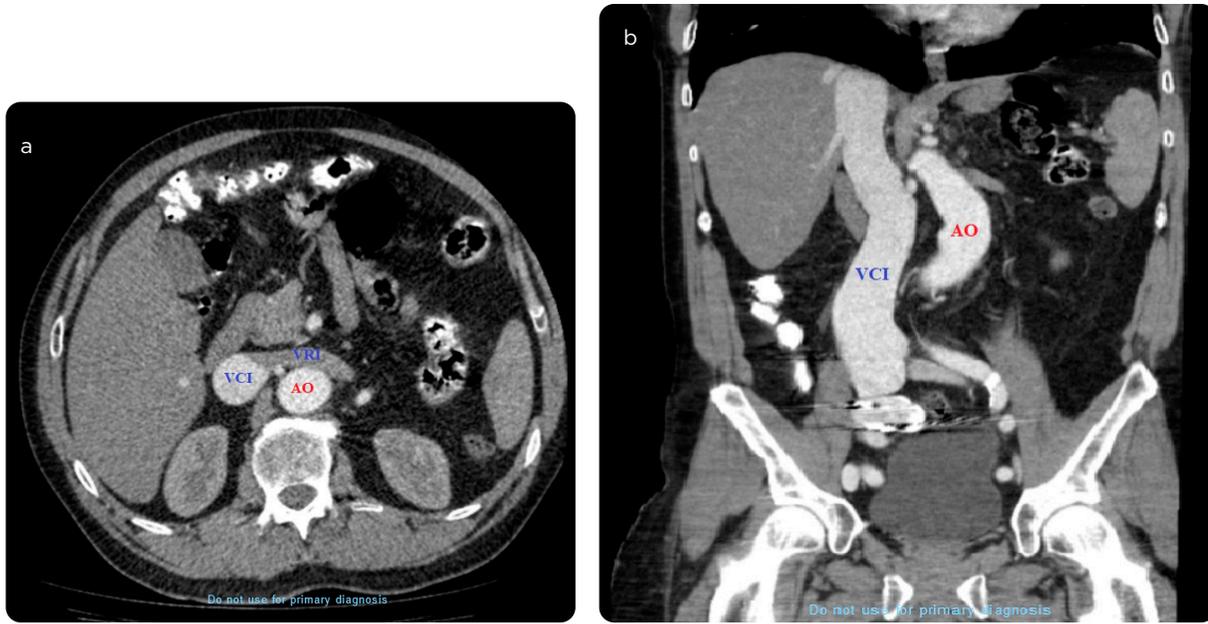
Angiotomografía de abdomen en corte axial (a) y corte coronal (b): Se observa el realce temprano de la vena cava inferior (VCI) y su densidad homogénea comparada con la aorta abdominal (AO). Vena renal izquierda (VRI) no opacificada que representa la adquisición de una fase arterial temprana.
